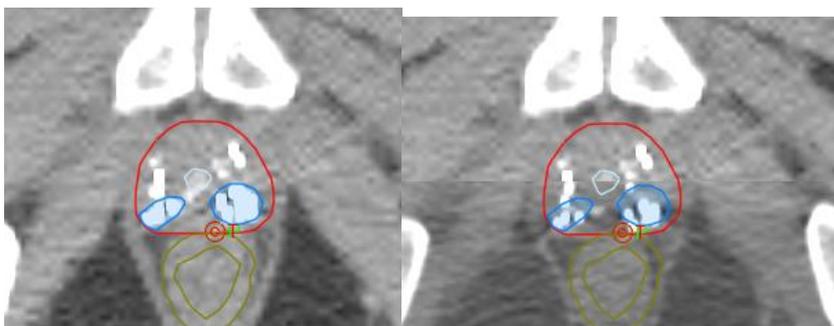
Позиционирование мишени облучения на компьютерной томографии конусным пучком (СВСТ) перед каждым сеансом ДЛТ. На данных изображениях видно, как в процессе ежедневных укладок мигрируют радиоактивные ядра I-125.
